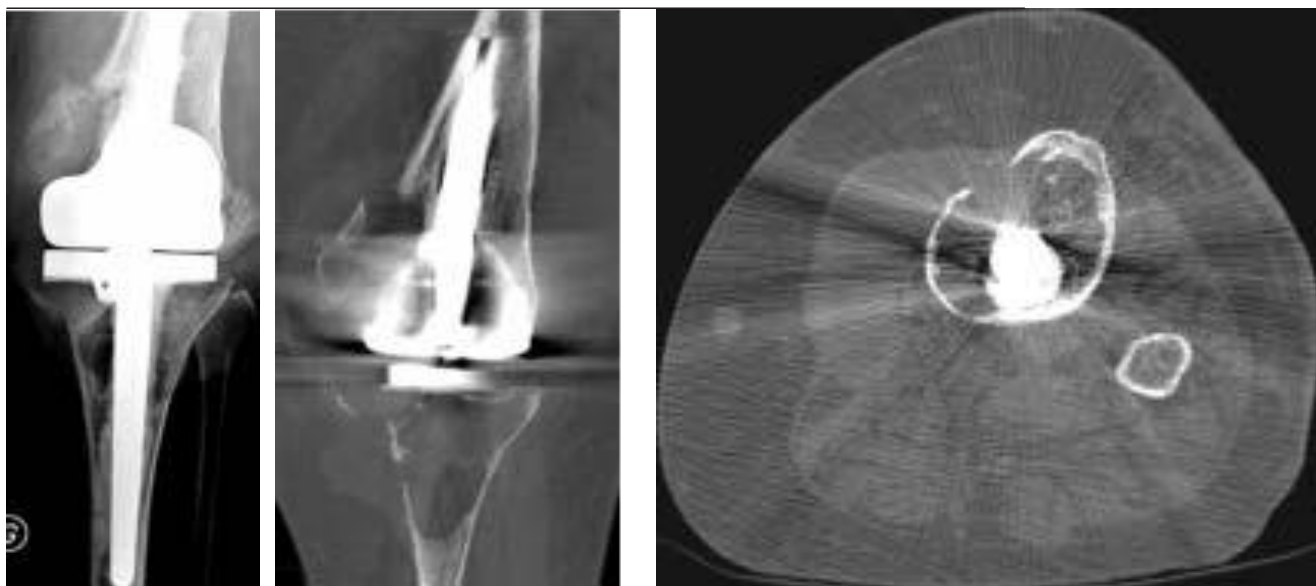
Usure majeure du polyéthylène avec importante ostéolyse péri prothétique fémorale et tibiale associée à une fracture : a : Radiographie de face ; b : reconstruction TDM coronale ; c : coupe TDM axiale
